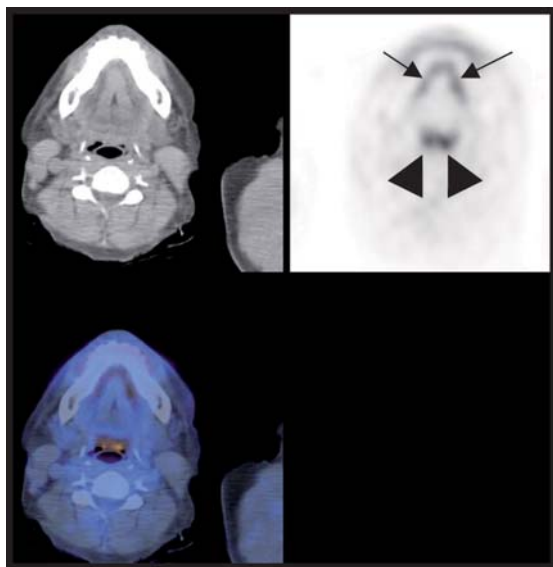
Quadro di normalità all'esame PET-TC della regione della testa e collo
